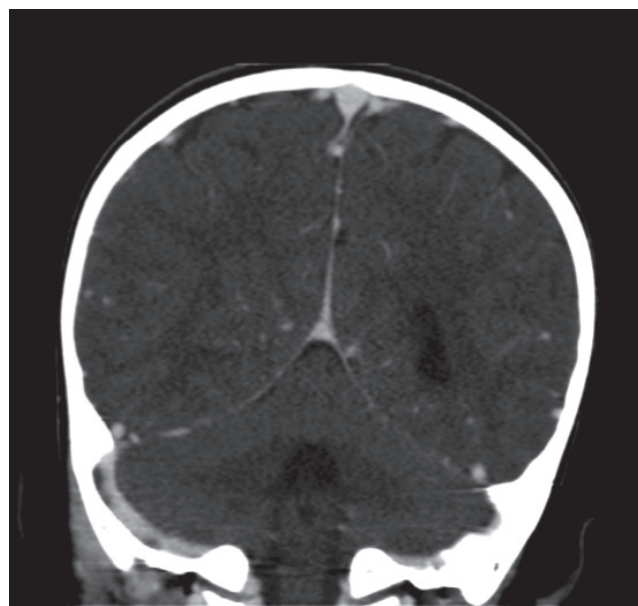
TAC de peñascos, se observa defecto de repleción de seno lateral derecho, indicativo de trombosis del mismo.
